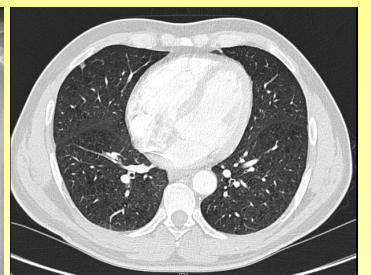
Spiral-CT-Thorax (nach i.v. Kontrastmittelapplikation): Fortgeschrittenes zentrilobuläres Emphysem, einzelne klein-noduläre Verdichtungen und 4 mm großer Rundherd ventrolateral subpleural.
